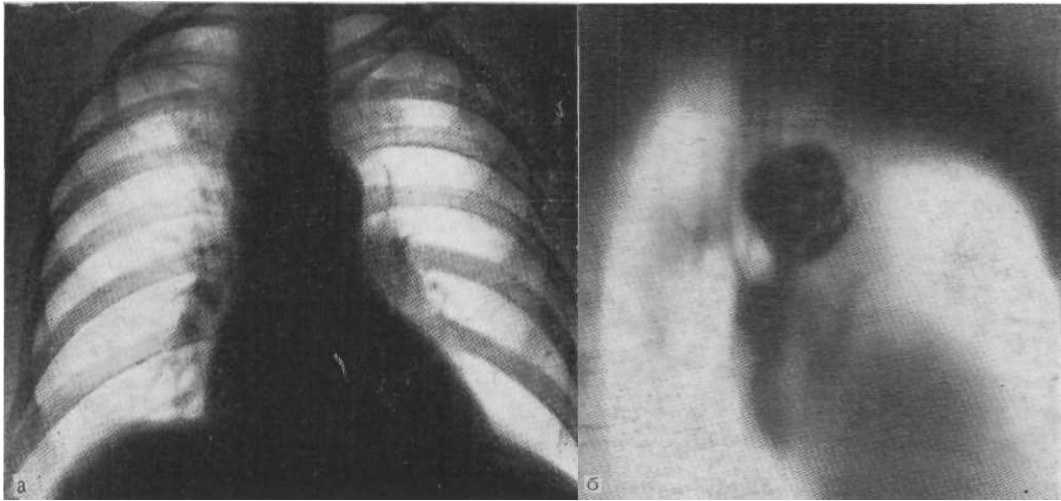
Оглядова рентгенограма (а) і томограма в боковій проекції (б) Туберкульозний бронхоаденіт справа. Різко збільшений і частково звапнений паратрахеальний лімфатичний вузол.
